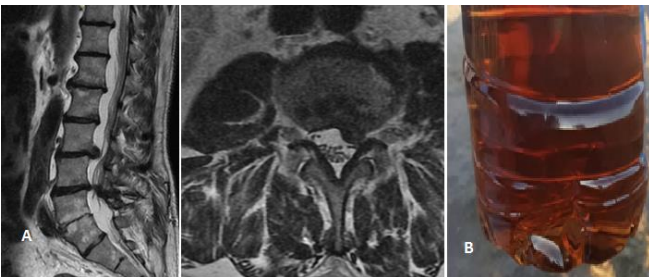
A- In case 2 of the lumbar MRI examination performed 5 years later; It was observed that there were spondylotic changes in all lumbar segments, fusion developed at L5- S1 disc distance, and a new disc hernia formed at the left L3-4-disc distance. B-the change in color in the urine of the patient is observed (postoperative 5th year).
